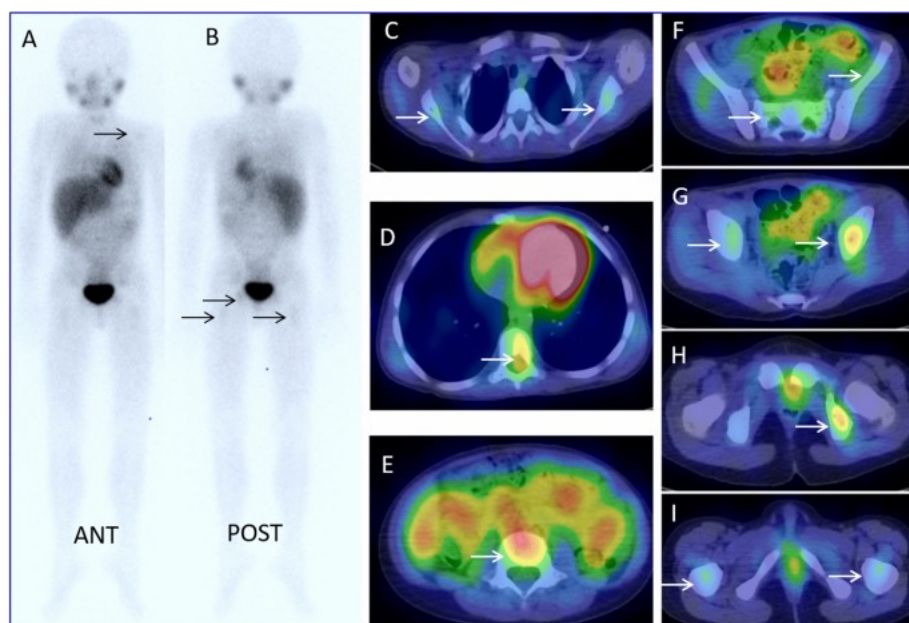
Images corps entier et SPECT CT d'une scintigraphie  $^{123}\text{I}$ -MIBG chez un enfant
